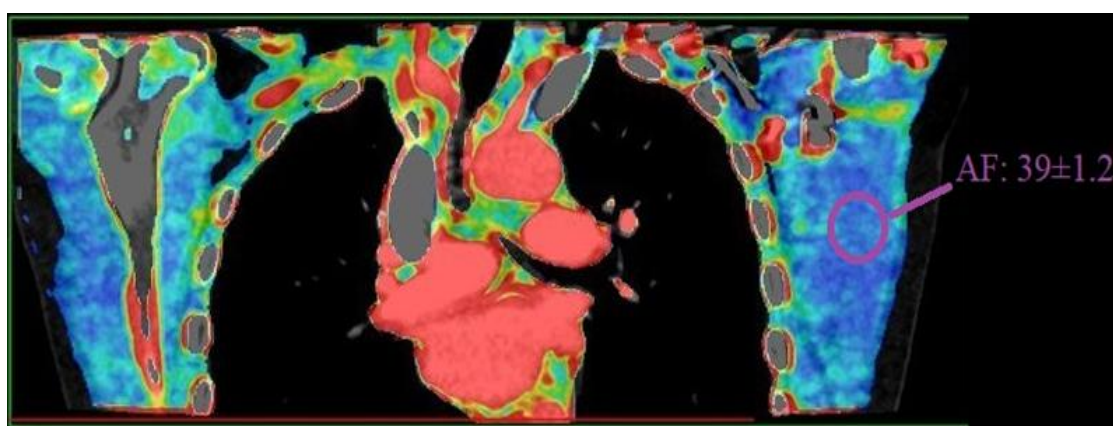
Динамическая перфузионная компьютерная томография торакодорсальной области. Корональная реконструкция
